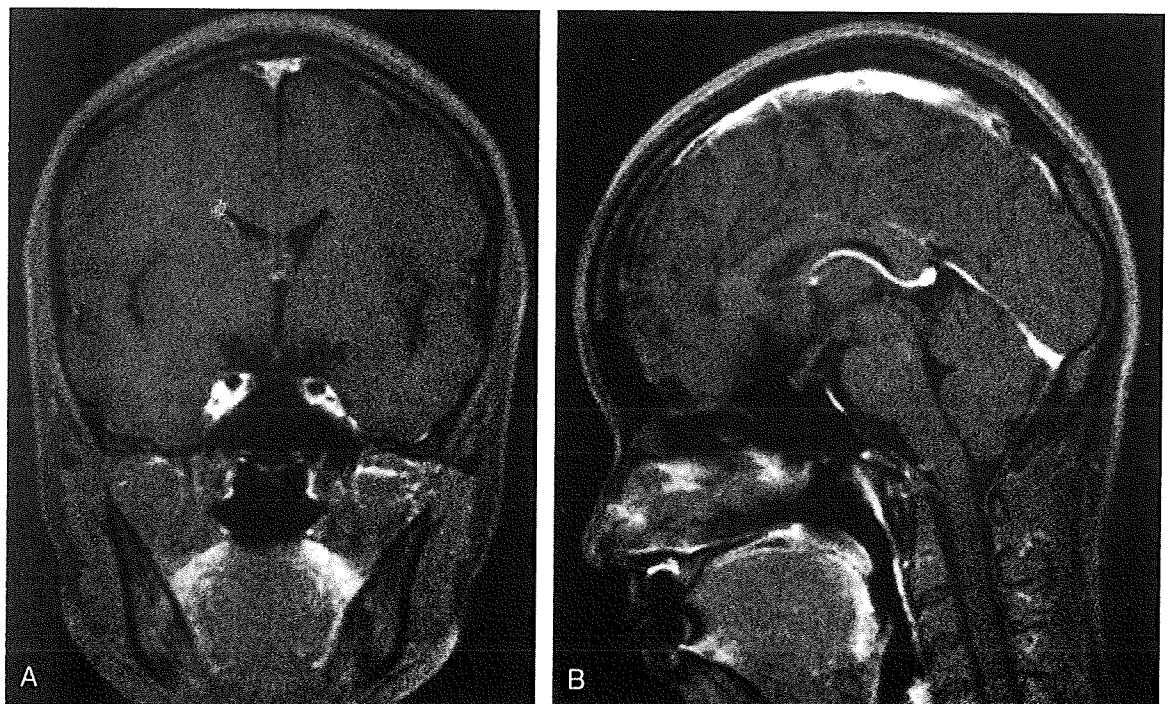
脳脊髄液減少症症例（図4と同一症例）のGd 造影 T1 強調頭部MRI ブラッドパッチ後 1カ月目
